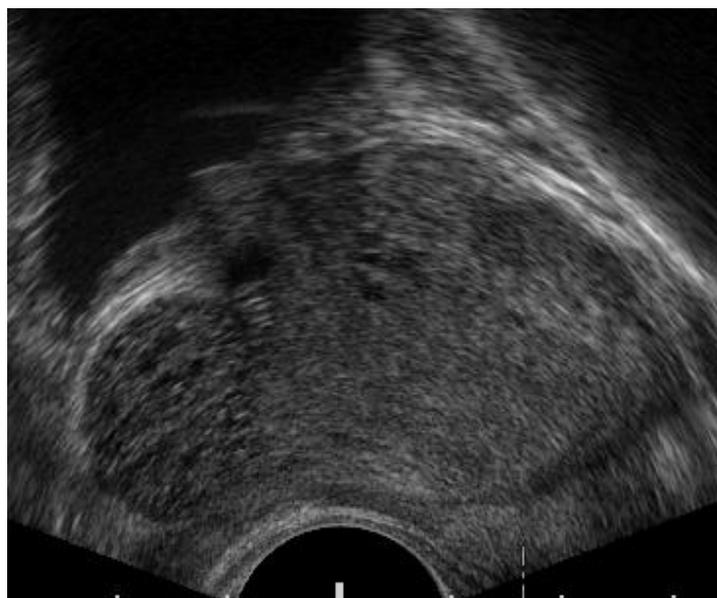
ТРУЗИ. Сагиттальный скан. Ретротригональный узел гиперплазии
